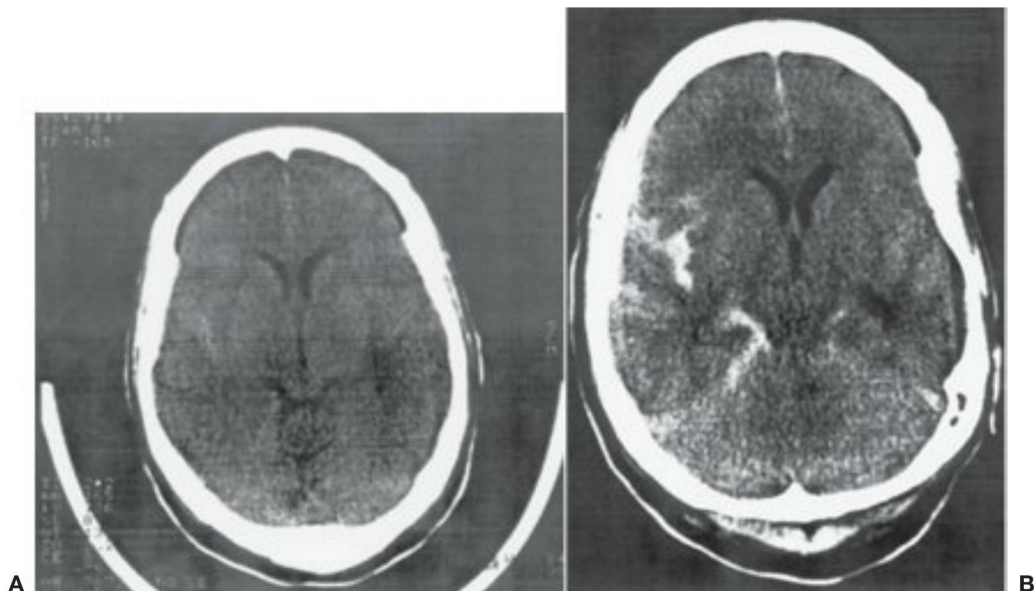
6 A, La TC sin contraste muestra una hemorragia subaracnoidea en la cisura silviana derecha. B, El paciente mostró un deterioro del estado neurológico, y la TC repetida 2 horas después evidenció un aumento de la sangre, indicativo de resangrado aneurismático.
